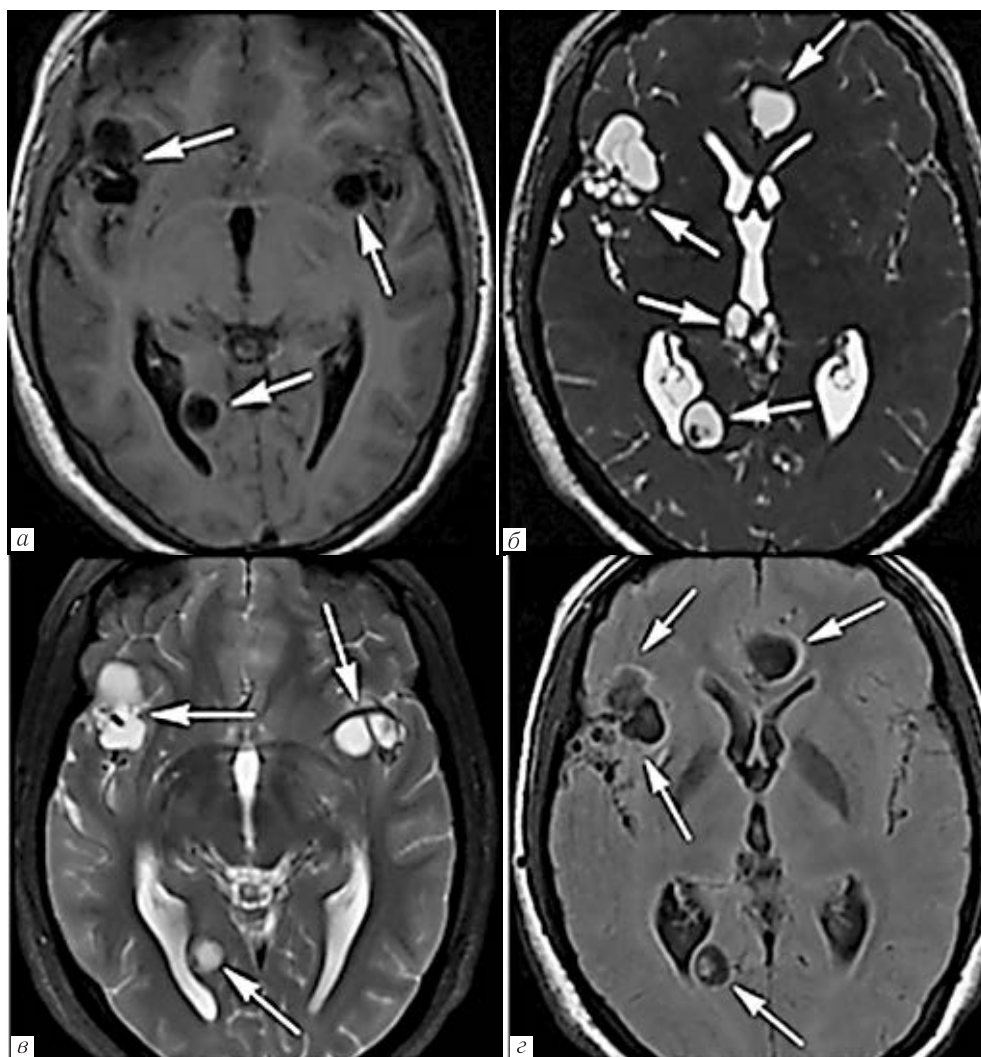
Субарахноидальный везикулярный НЦЦ у женщины 32 лет с судорогами. На T1 (а), ax T2-GRE (б), ax T2 (в), ax FLAIR (г) МРТ-изображениях видны множественные кисты (стрелки), некоторые из них по типу «грозди винограда», с минимальным отеком или без него. Кистозное образование, расположенное рядом с правой веретенообразной извилиной и затылочным рогом желудочковой системы, может быть классифицировано как паренхиматозное; остальные поражения четко локализованы в субарахноидальном пространстве [8]
